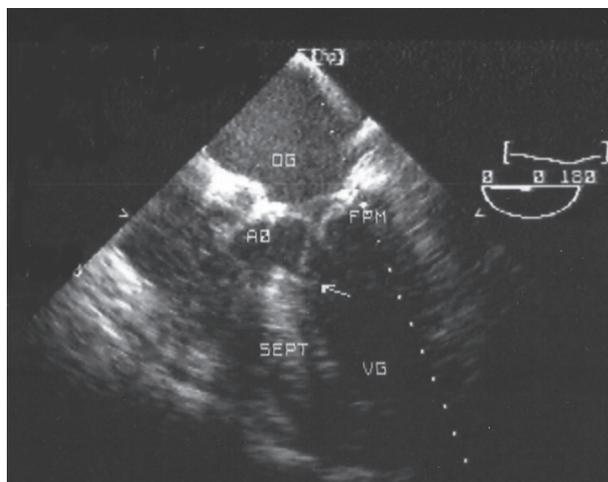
Coupe échographique para-sagittale 5 cavités. Le feuillet mitral antérieur est poussé contre le septum (sept) en systole. Ce faisant, il crée un obstacle à l'éjection en dessous de la valvule aortique (AO). Son déplacement antérieur empêche la coaptation des deux feuillets mitraux, avec démonstration d'une solution de continuité entre le ventricule gauche (VG) et l'oreillette gauche (OG), responsable d'une insuffisance mitrale.
